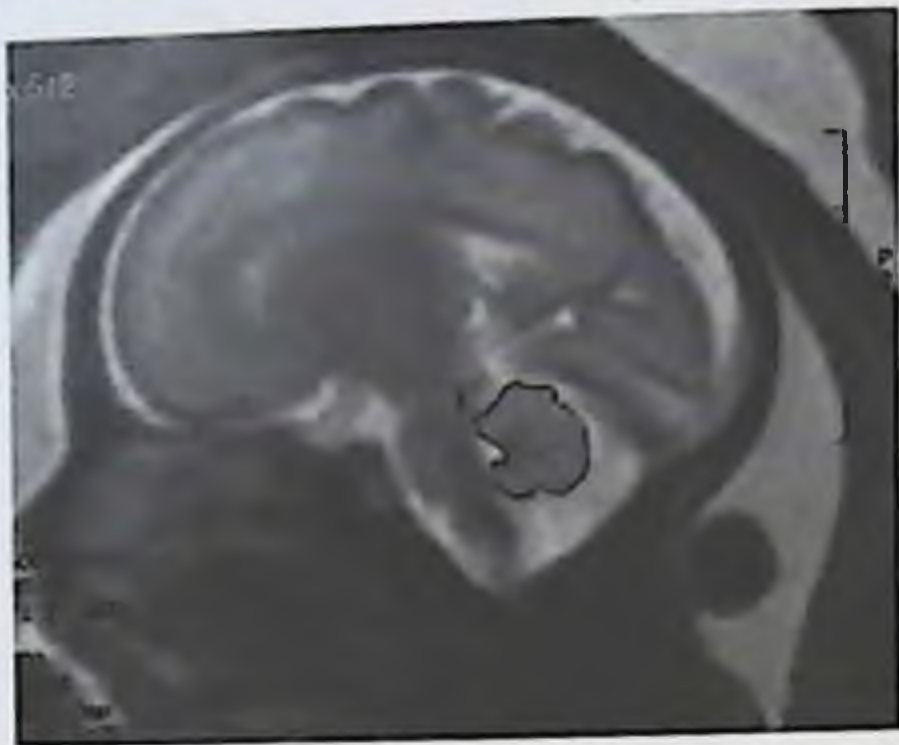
МРТ плода. Измерение площади червя мозжечка. Срединный сагитальный срез. Срок гестации 28 нед. Площадь червя мозжечка  $153 \text{ мм}^2$ .
